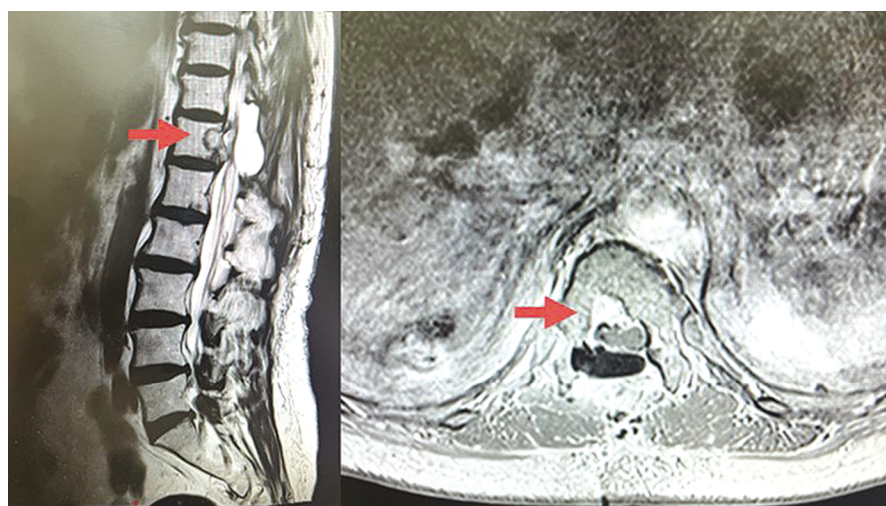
МРТ позвоночника через 2 мес. после операции, режим T1 (остаточная опухоль в Th12).
